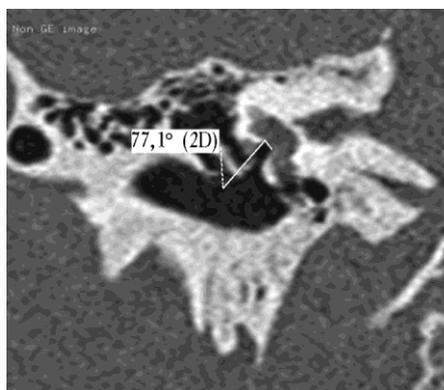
Томограмма пациента Ш., 33 года, косая проекция. Угол между подножной пластиной стремени и верхней стенкой ниши окна преддверия составляет 77°
